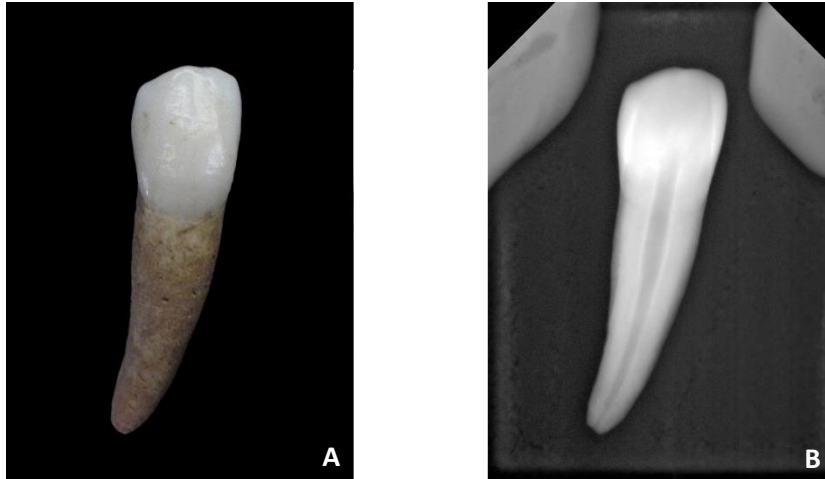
Canino inferior direito (dente 43) do indivíduo 25 (PAVd'09). A – Fotografia. B – Radiografia periapical labio-lingual com visibilidade da câmara polpar.
